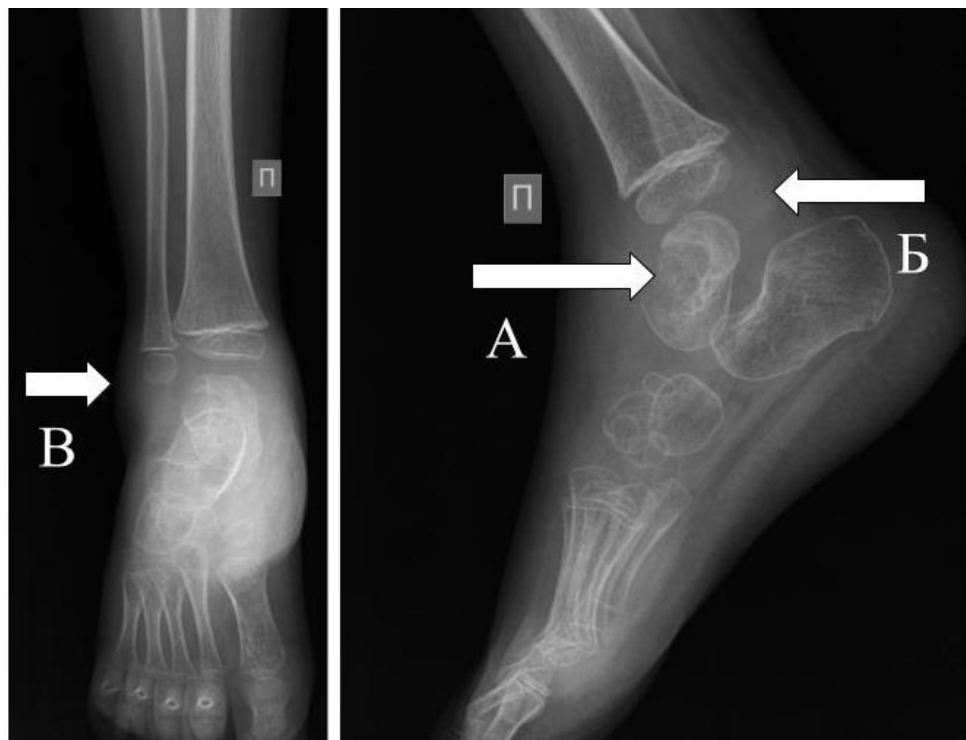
Пациент Г., 3 года (и\б №2486). Обзорные рентгенограммы правого голеностопного сустава. Очаг деструкции в таранной кости (А), отек мягких тканей в области задней (Б) и наружной поверхности стопы (В)
